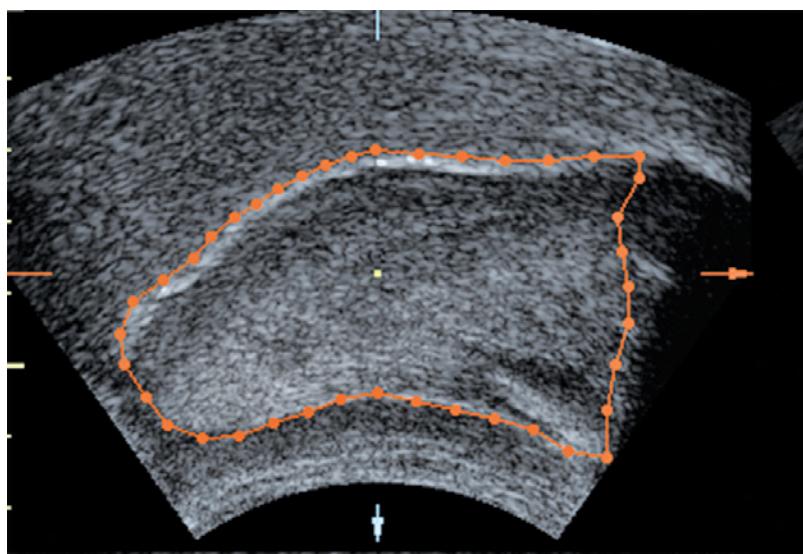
Delineated tongue on an ultrasound image on central sagittal images.
